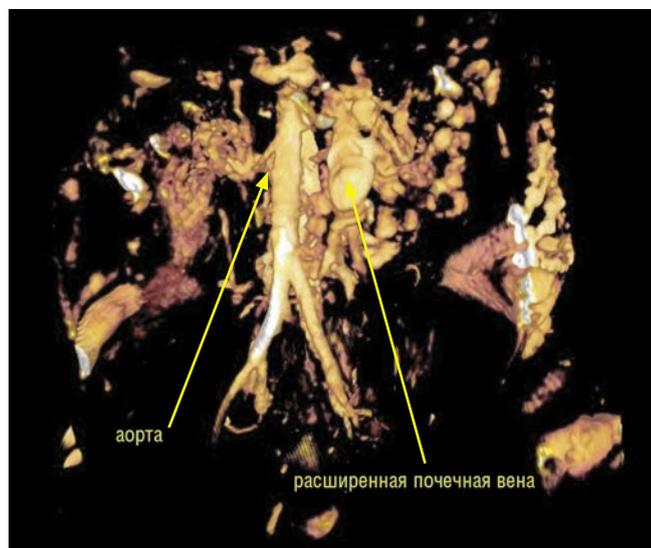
Оклюзия нижней полой вены. На МР-томограмме (3D-реконструкция) визуализируется расширенная левая почечная вена, поясничные вены, являющиеся единственными путями венозного оттока. Нижняя полая вена не визуализируется
